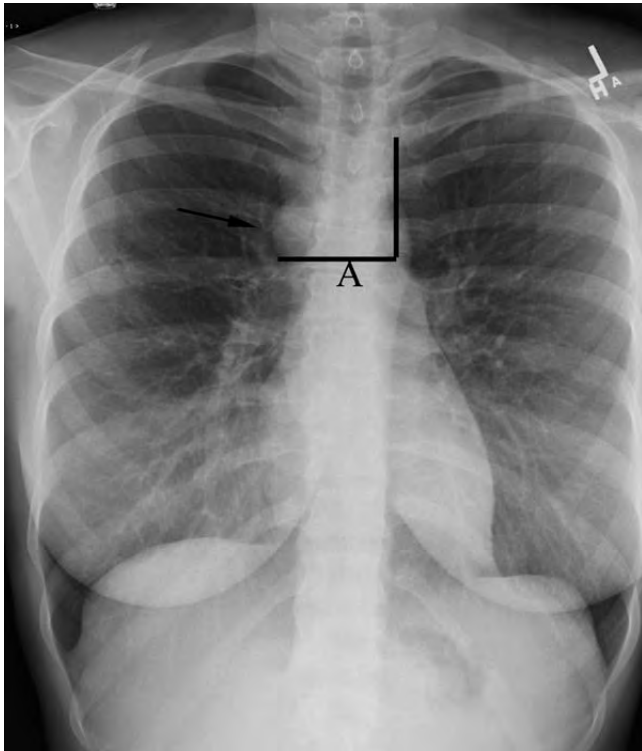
Transparență pulmonară normală. Radiografie pulmonară PA. Împărțiți radiografia PA sau AP în treiimi orizontale și comparați câmpurile pulmonare drept și stâng în direcție cranio-caudală. Observați fereastra aorto-pulmonară (săgeată).
